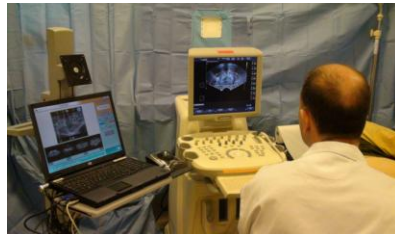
Scène avec à gauche l'Urostation et à droite l'appareil échographique 3D (Medison,)
